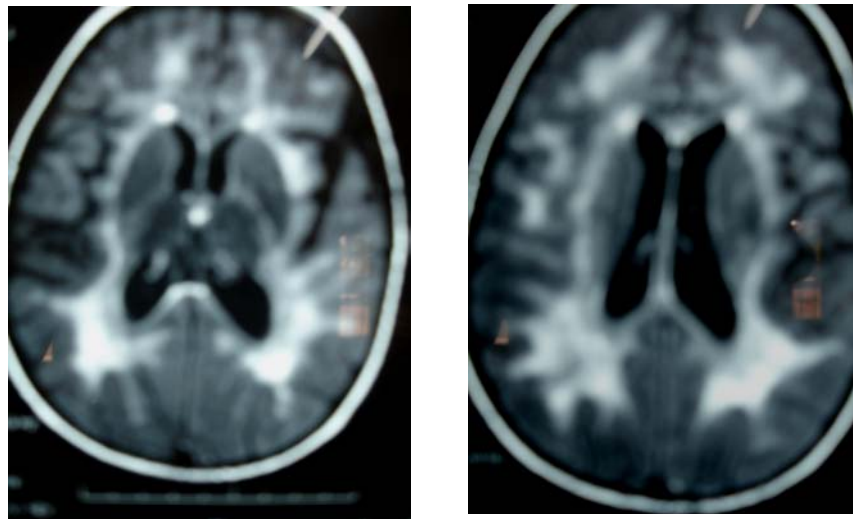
IRM cérébrale montrant des anomalies de la SB péri ventriculaire.
